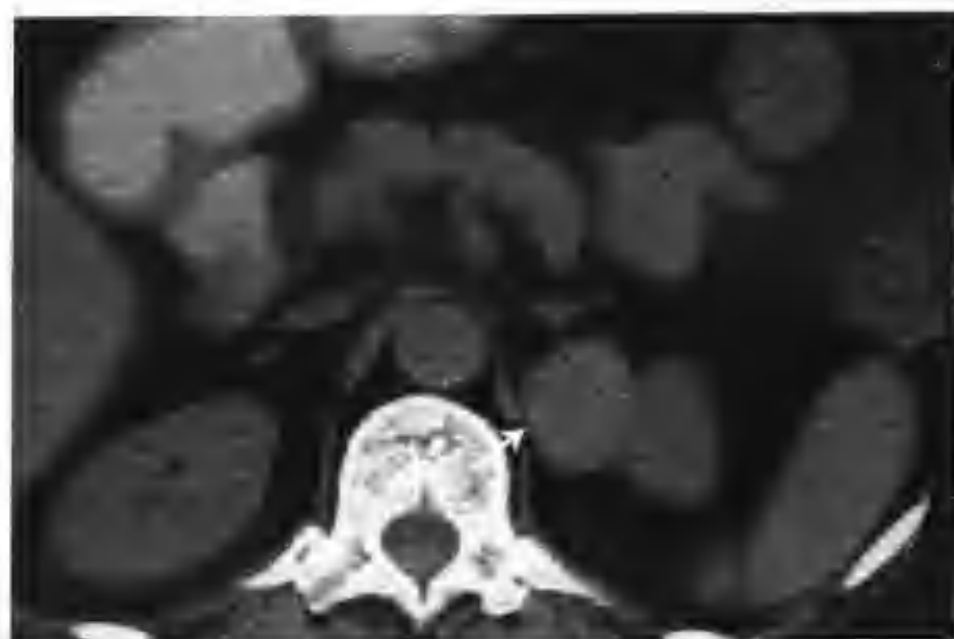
左肾血管平滑肌瘤 (CT 平扫见左肾上极内侧有一个 $2.3\text{cm} \times 2.5\text{cm}$ 的小肿物, 平扫呈等密度, CT 值 40HU (箭头))
